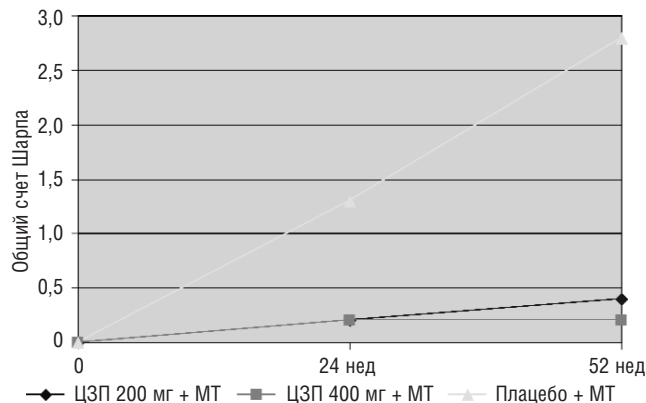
Прогрессирование рентгенологических изменений в исследовании RAPID 1 к 52-й неделе лечения
